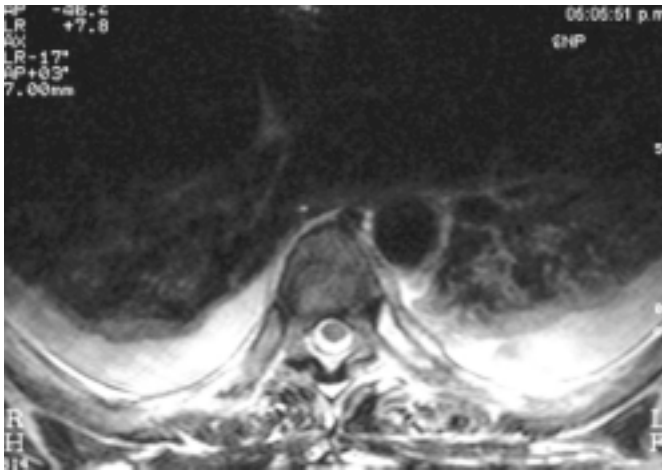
Resonancia magnética T2 corte axial con derrame pleural bilateral, apreciándose líquido hiperintenso.
